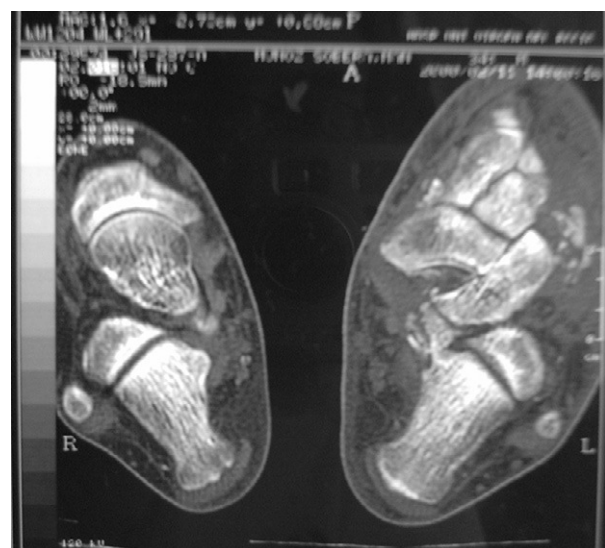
Tomografía computarizada en la que se observa en el lado izquierdo áreas de fragmentación ósea que afectan a la apófisis anterior del calcáneo, cuboideos, parcialmente al escafoides y cuña lateral, junto a áreas de osteólisis con cortical respetada.
